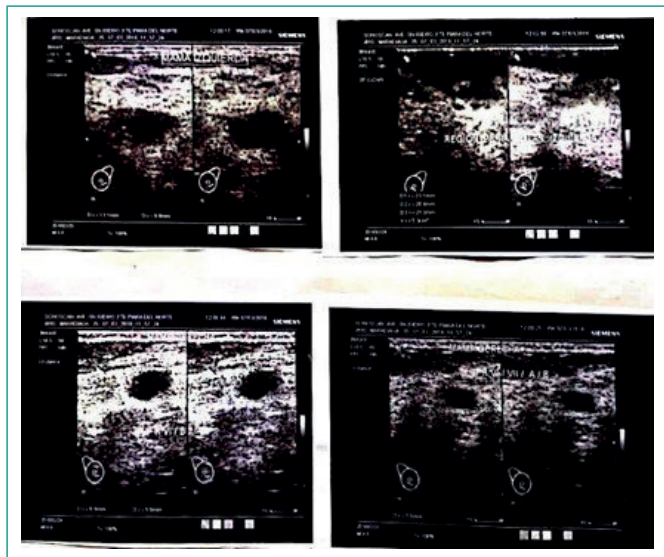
Ultrasonido Doppler que muestra absceso residual en mama izquierda y fibroadenomas en ambas mamas.
